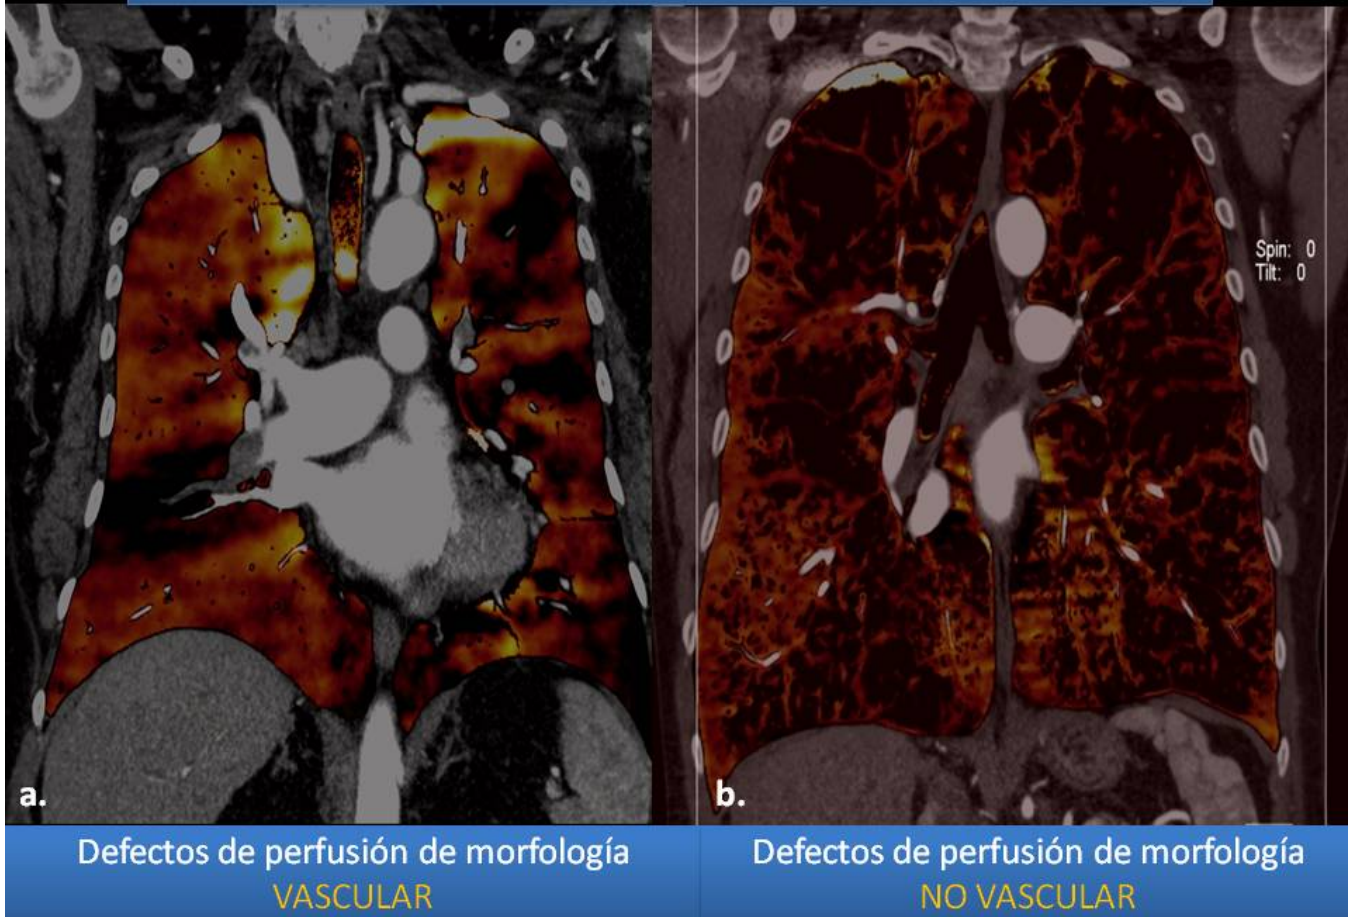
Patrones de perfusión en TC dual: (a) defectos de origen vascular: triangulares de base pleural, (b) defectos de origen no vascular: parcheados y heterogéneos (enfisema).
